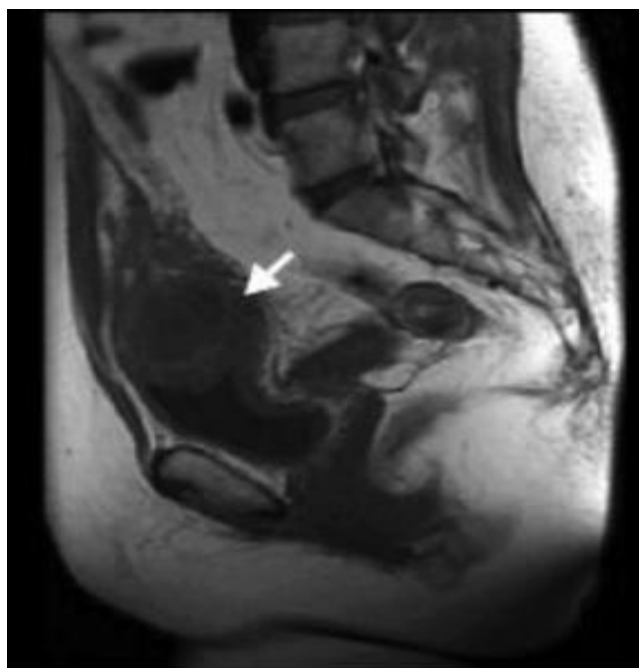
Séquence T1 d'une IRM abdomino-pelvienne objectivant une image sous vésicale arrondie reliée à l'ombilic par un reliquat linéaire, évoquant un abcès de l'ouraque (la flèche) en hyposignal T1 [30].
